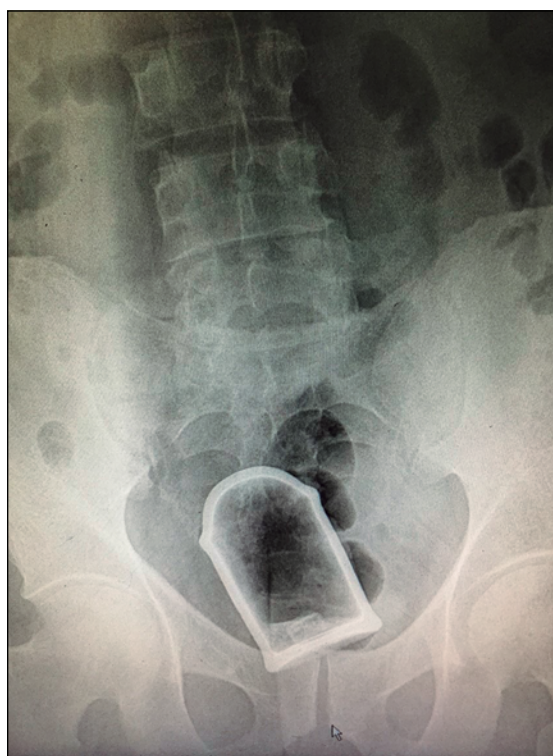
CER identificado en radiografía de abdomen simple el cual corresponde a objeto de vidrio (salero de mesa).
